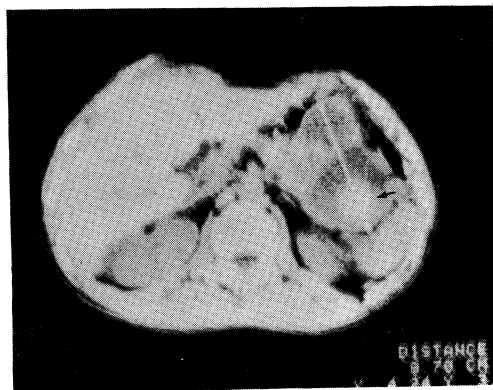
Pancreatic pseudocyst. A large lobulated mass shown as low density area was revealed at the tail of the pancreas. Cyst was consisted of two parts (2.86 cm and 5.23 cm in diameter, respectively). Attenuation values were 8.1 in cystic lesion and high density area (CT value: 29.6) within cyst (arrow) was due to contrast medium used inERCP.
